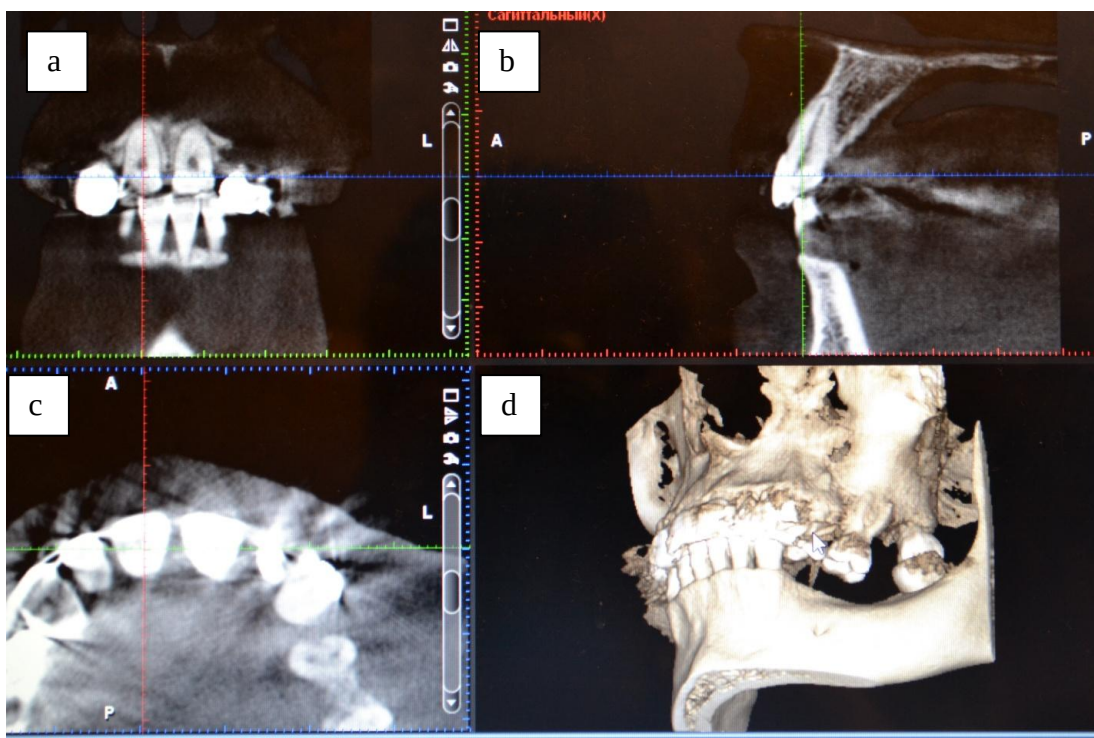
Tomografie computerizată tri-dimensională (3D)
